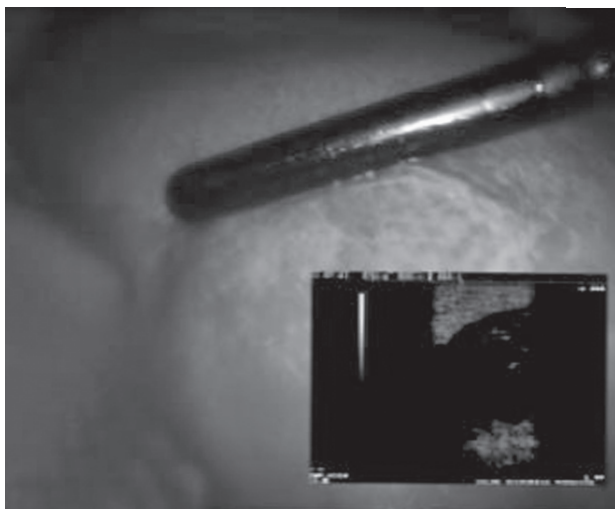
Quadro ecografico intraoperatorio di cisti secondarie o accessorie.
